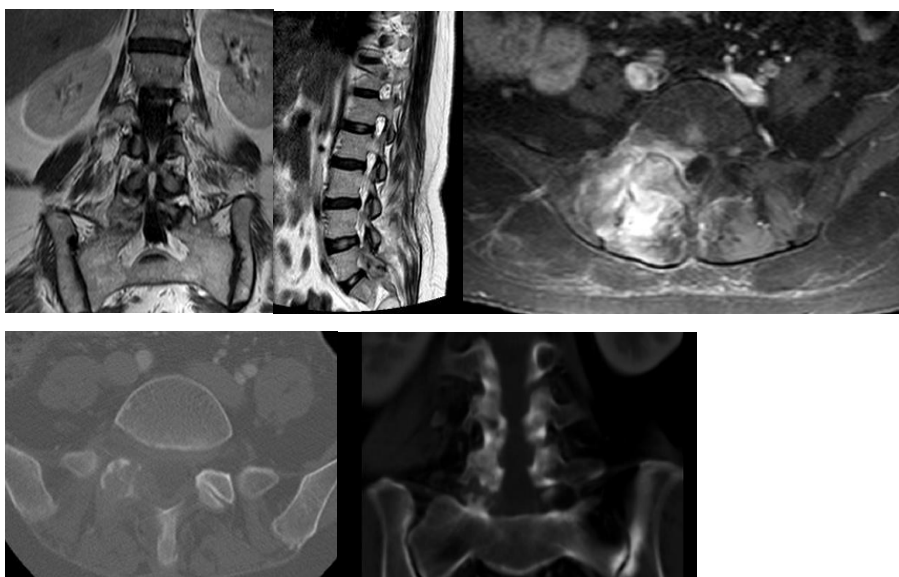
Se observa hiperintensidad en los cortes coronales y sagitales de RNM en T2, y aumento de la intensidad en faceta L5-S1 derecha y partes blandas circundantes en el STIR. En el corte axial de TC se observa la erosión ósea de dicha articulación, y el aumento de densidad de partes blandas.
